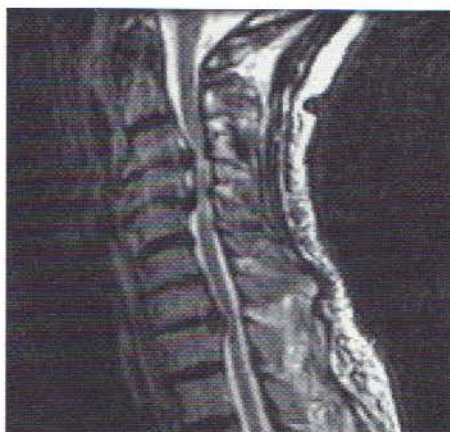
Rezonanța magnetică în secțiune sagitală a stenozei vertebrale centrale și a mielomalaciei. A se observa lipsa lichidului cefalorahidian anterior și posterior față de măduvă la nivelurile C3-C4 și C4-C5.
